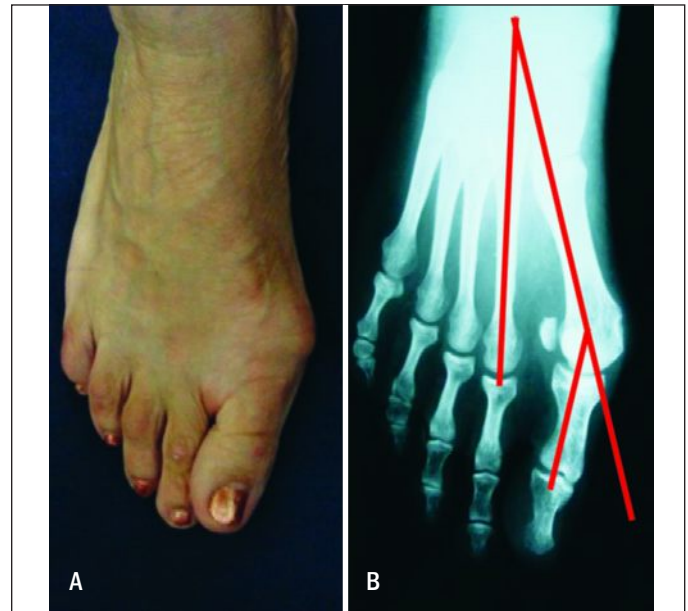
Fotografia e radiografia do pé direito com aspecto pré-operatório: (A) deformidade em valgo do hálux e pronação do hálux; (B) radiografia do pé direito na incidência dorsoplantar com carga, mensurado ângulo intermetatarsal de 16° e ângulo de valgismo do hálux de 30°, além de subluxação dos sesamoides.
